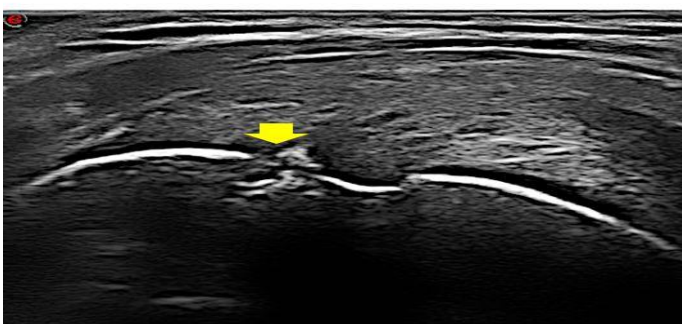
Scoring of Sonographic Elementary Lesion – The DUET study
